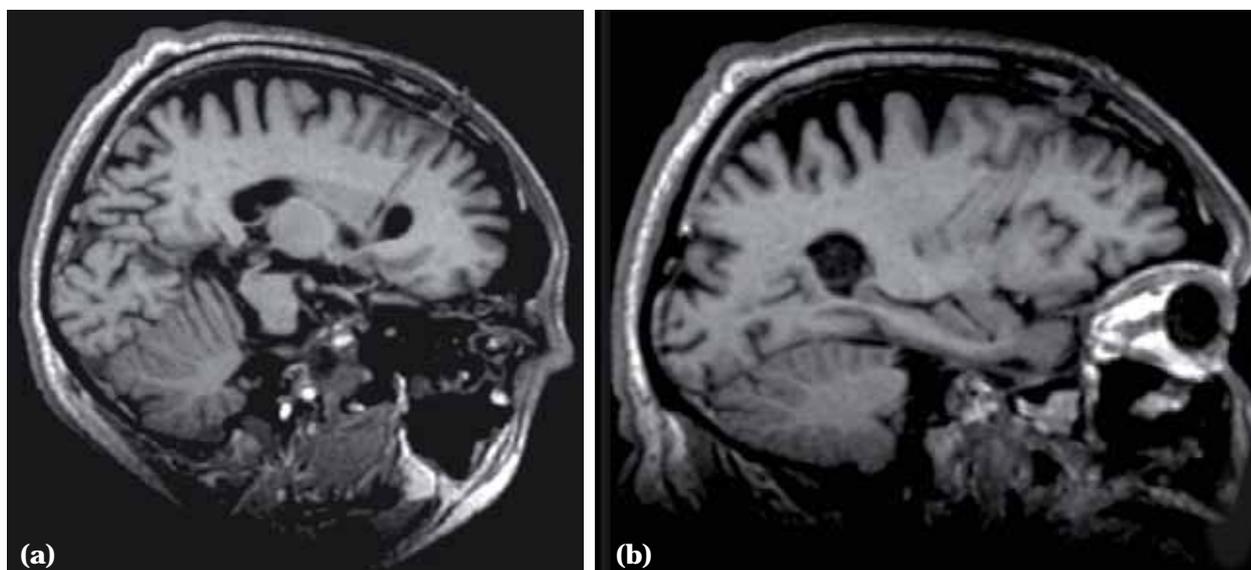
Immagini RM tridimensionali post-operatorie che mostrano le tracce corrispondenti a) ai tragitti nella testa del caudato e b) a quelli putaminali.
